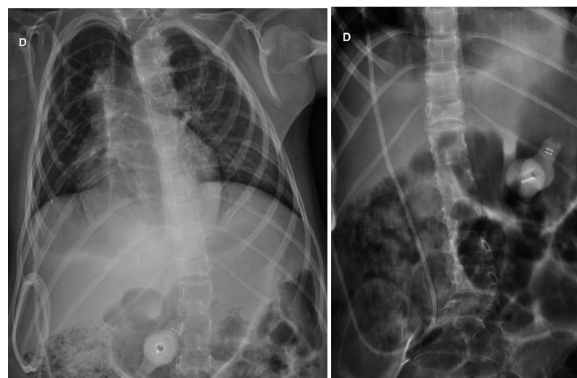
Radiografias pré-operatórias em incidência anteroposterior da coluna toracolombar evidenciando deformidade estrutural e fratura instável em T12-L1 em paciente com osteogênese imperfeita tipo III.
